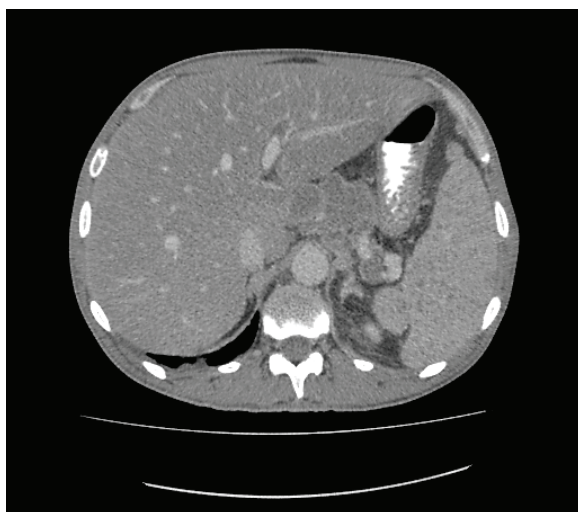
МСКТ органов брюшной полости с контрастным болюсным усилением больного Ф., 32 года (венозная фаза сканирования). Деструктивный процесс в чревных, парапанкреатических лимфоузлах
